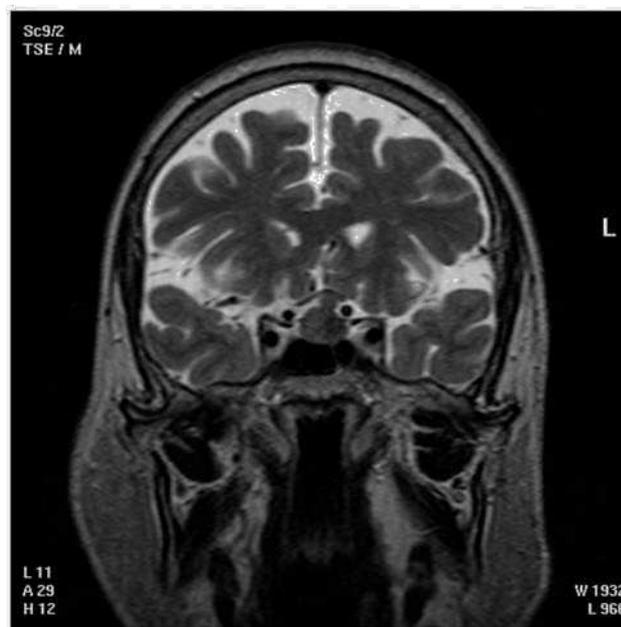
Resonancia magnética pretratamiento.
